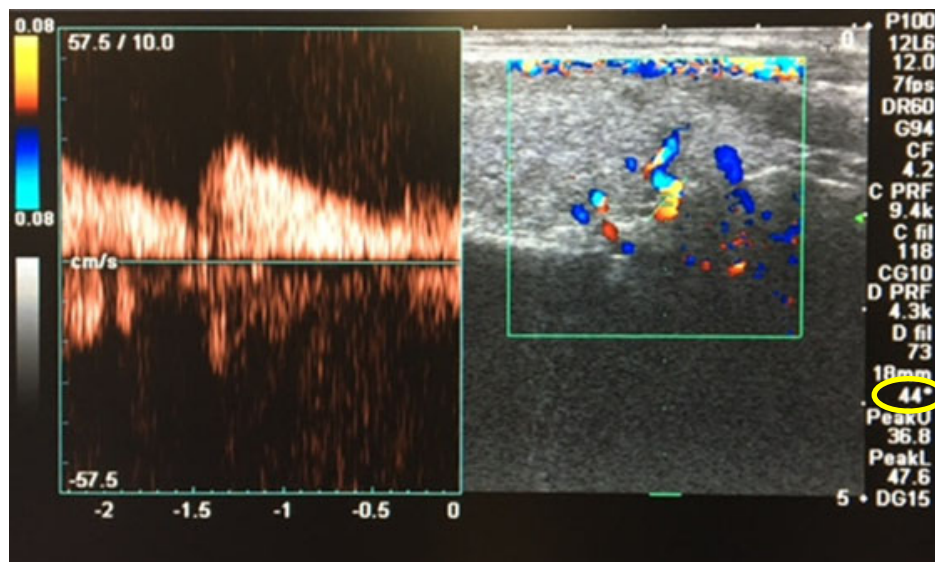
Doppler espectral II. En la imagen de la derecha se observa el cursor en el centro del vaso, con adecuado ángulo Doppler.
